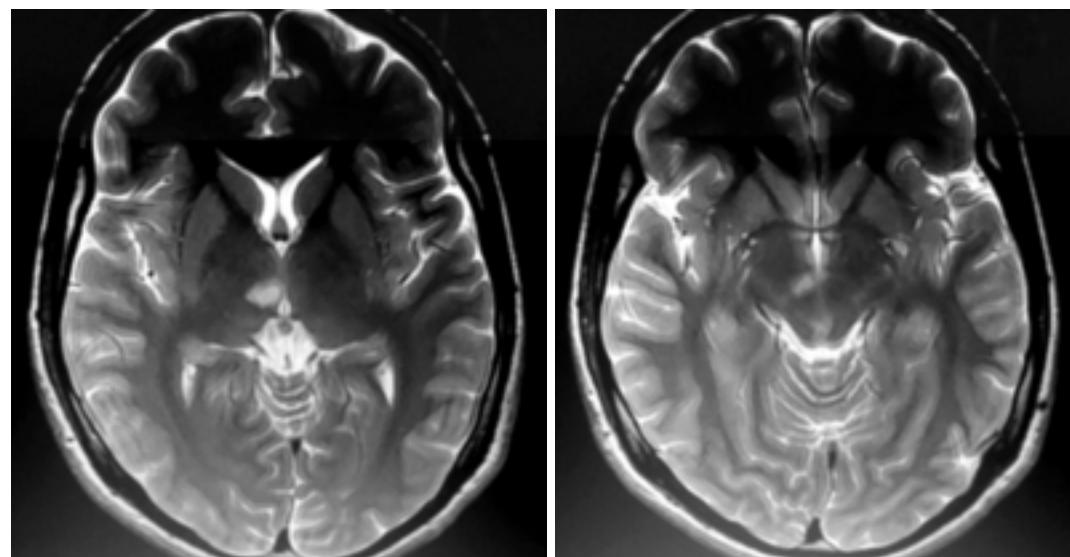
Imágenes de resonancia magnética T1 cortes axiales. Se aprecia infarto a nivel talámico y mesencefálico medial izquierdo que corresponde con el territorio normalmente irrigado por la A. Paramediana, rama de la A. Cerebral Posterior en su porción P1 y afectando territorios del núcleo rojo, 3er. nervio craneal y parte del núcleo dorsomedial talámico del lado izquierdo.
